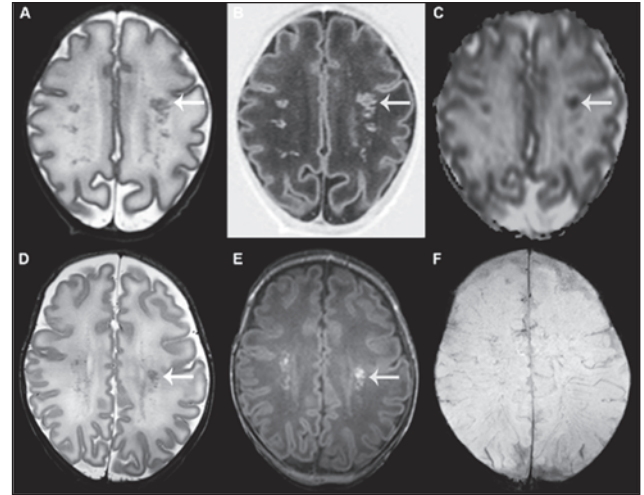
Кластерні точкові ураження головного мозку [43]: A–C — характерні зміни при ранньому проведенні МРТ; D–F — після 40-го тижня постконцептуального віку. T2-режим показує множинні ушкодження в білій речовині головного мозку (A), які також добре видимі при інверсії сигналу (B); обмеження дифузії в зонах ушкодження (C). SWI-режим не вказує на втрату сигналу (F). Стрілка вказує на найбільше ушкодження, що візуалізується при всіх режимах
